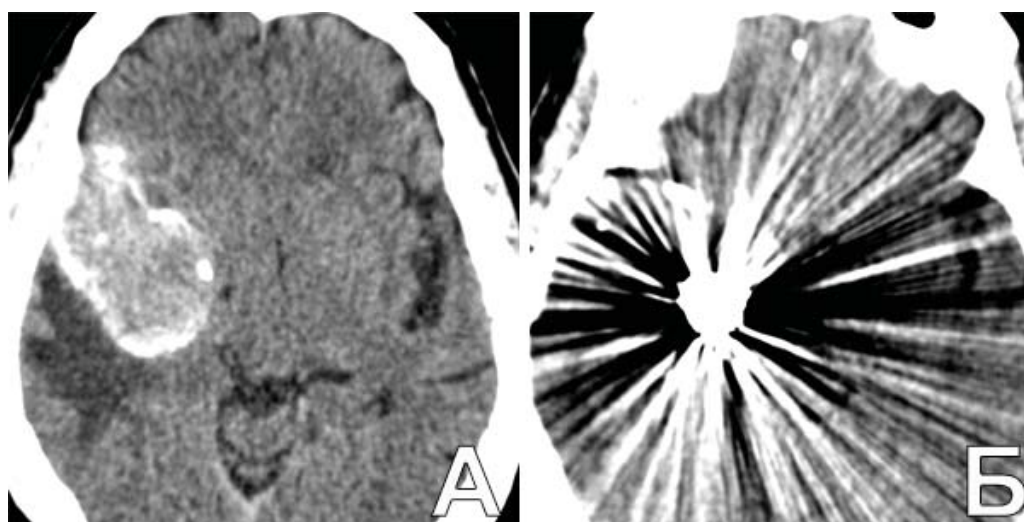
Выраженные артефакты от платиновых спиралей, не позволяющие провести КТА. А. При КТ головы определяется гигантская ЧТА в области СМА справа; Б. выраженные артефакты от спиралей указывают на то, что КТА для определения кровоснабжаемой части аневризмы будет неинформативной
